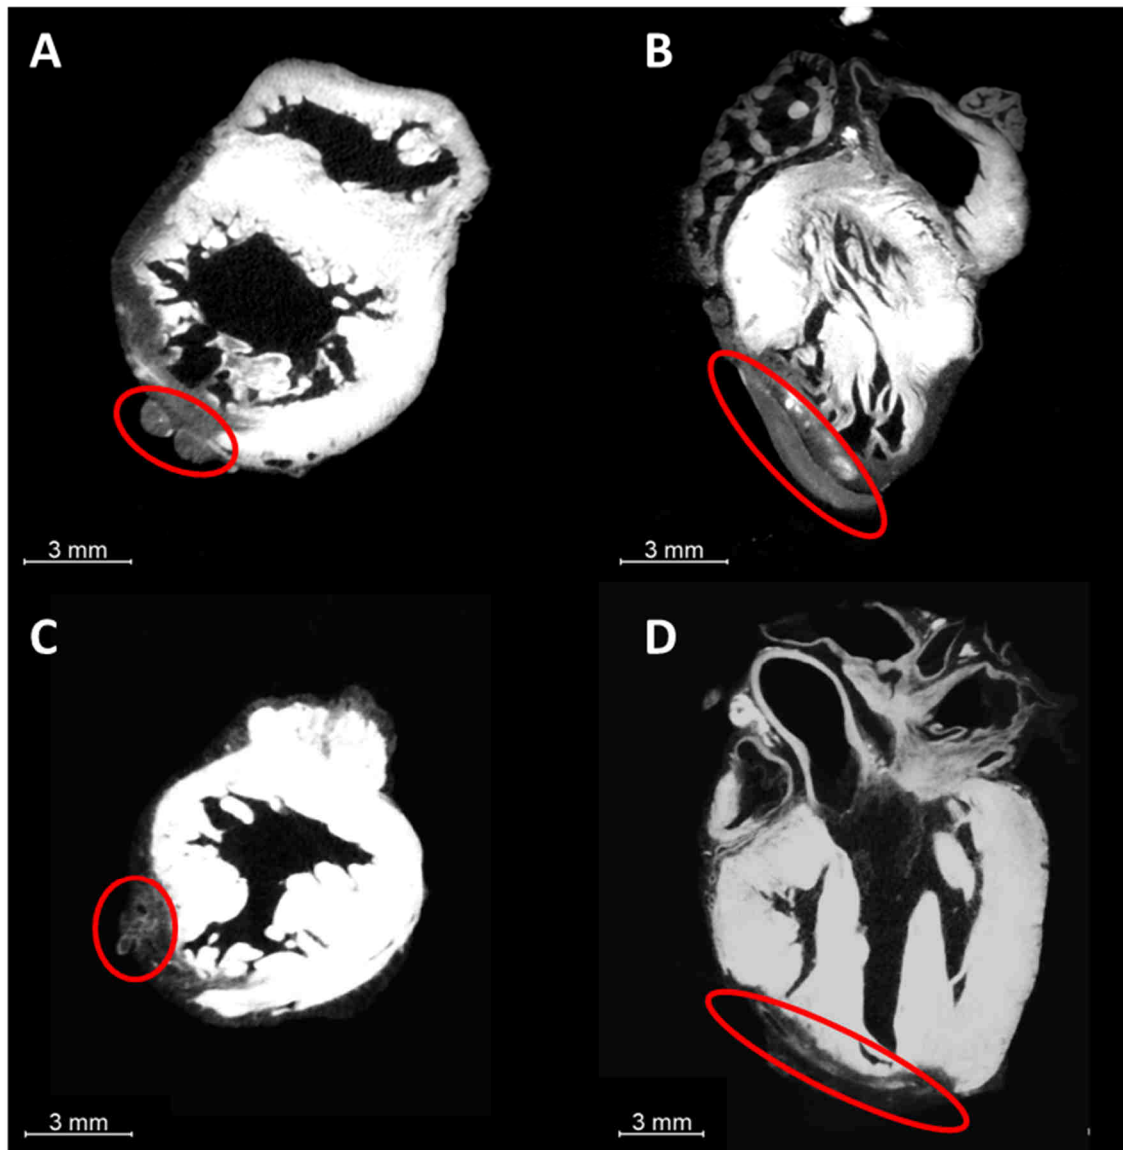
Mikro-CT Aufnahmen vom Meerschweinchenherz. A) Axiale Ansicht eines Herzens direkt nach EHT Implantation. B) Sagittale Ansicht eines Herzens direkt nach EHT Implantation. C) Axiale Ansicht eines Herzens 14 Tage nach EHT Implantation. D) Coronale Ansicht eines Herzens 14 Tage nach EHT Implantation. Hervorgehoben ist jeweils der Bereich in dem EHTs sichtbar sind.
